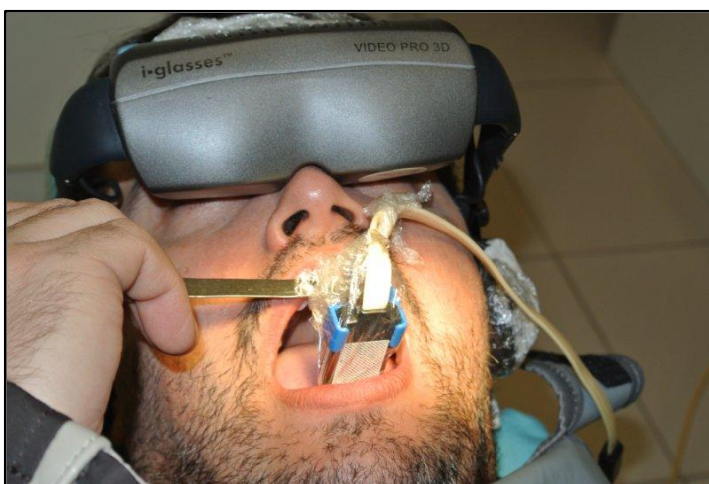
Dispositivo de captação para radiografias digitais
